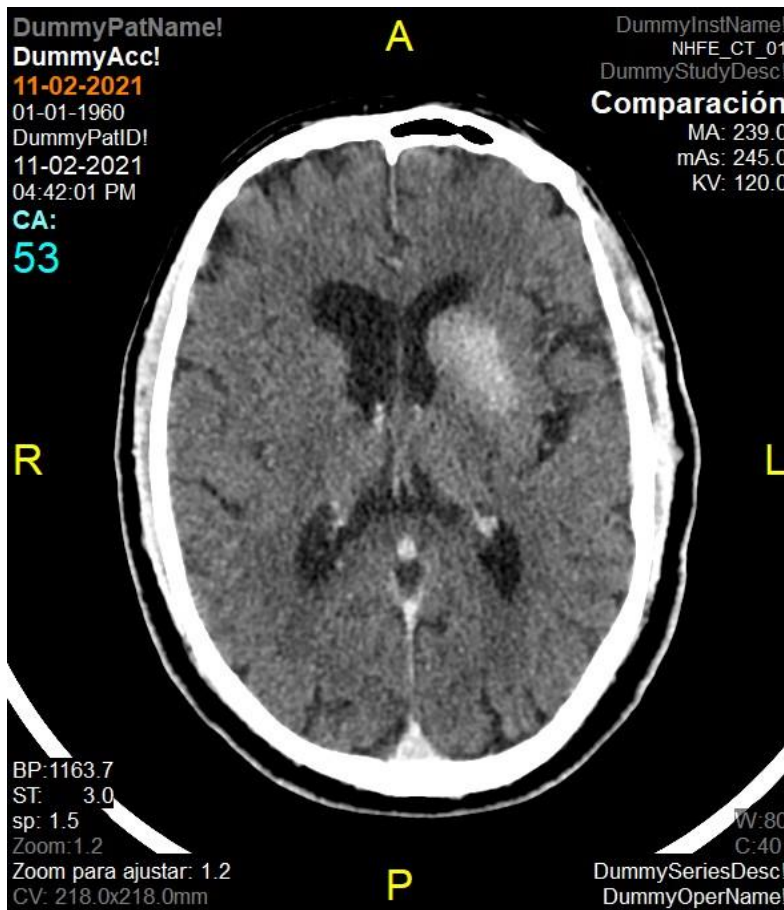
Imagen TC cerebro:
